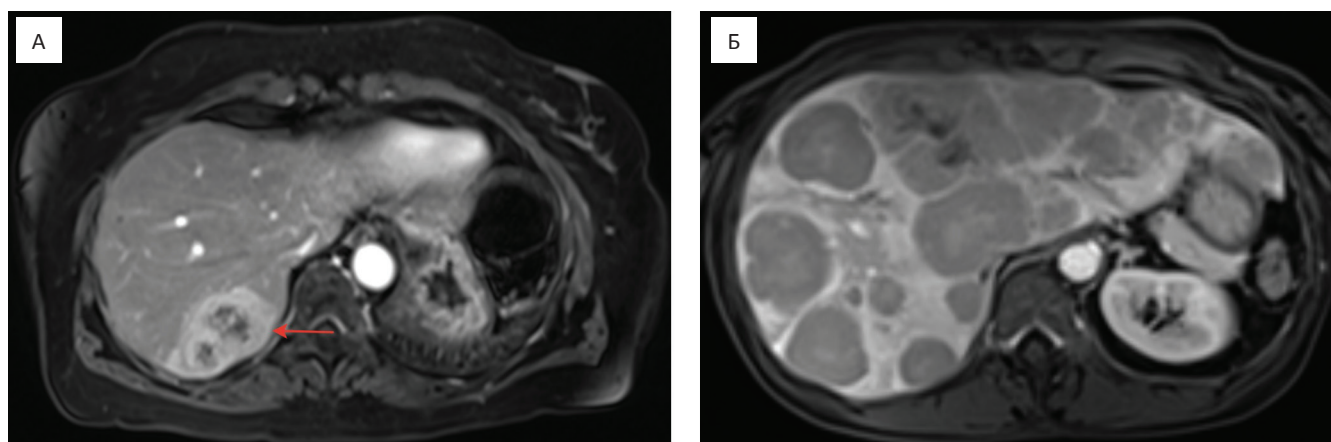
МРТ органов брюшной полости в венозную фазу КУ в аксиальной проекции:
